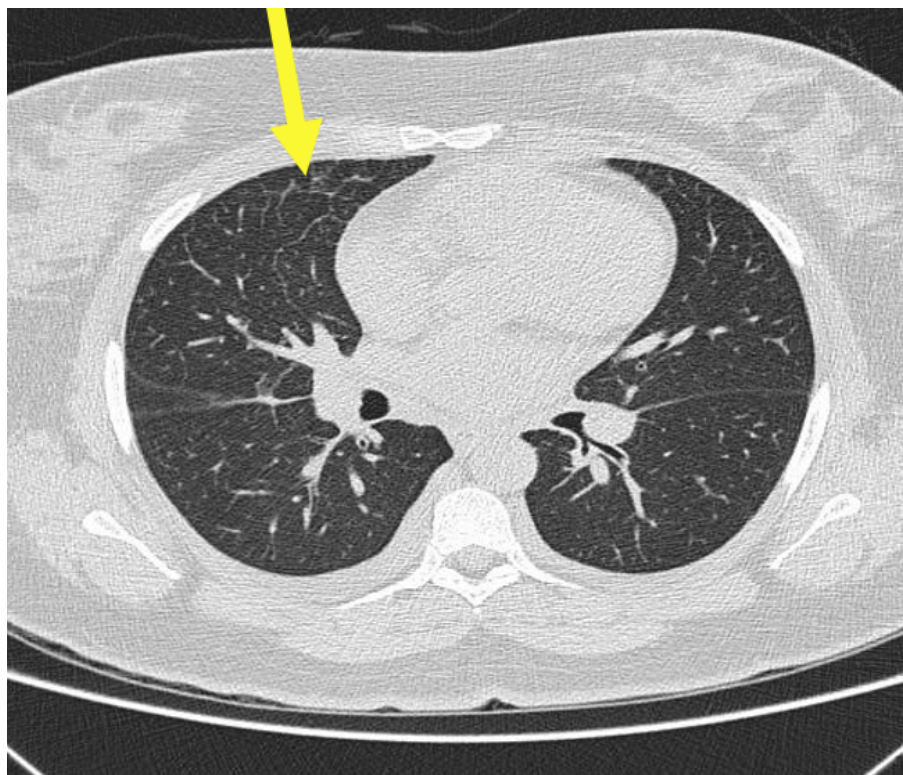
Tomografia de tórax com espessamento interlobular
